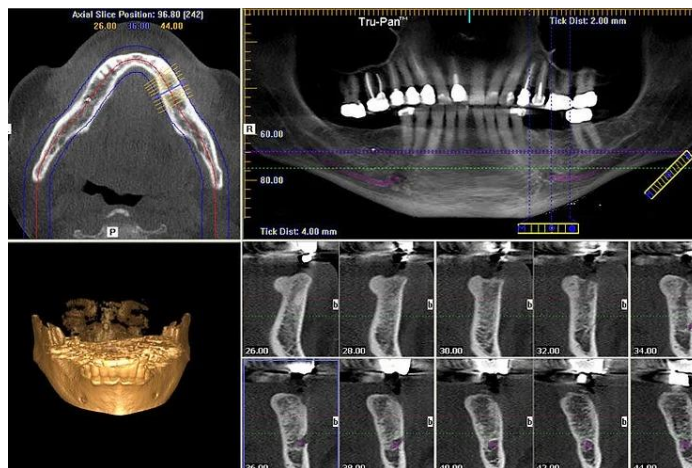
Tomografía Cone Beam corte axial. (38)
